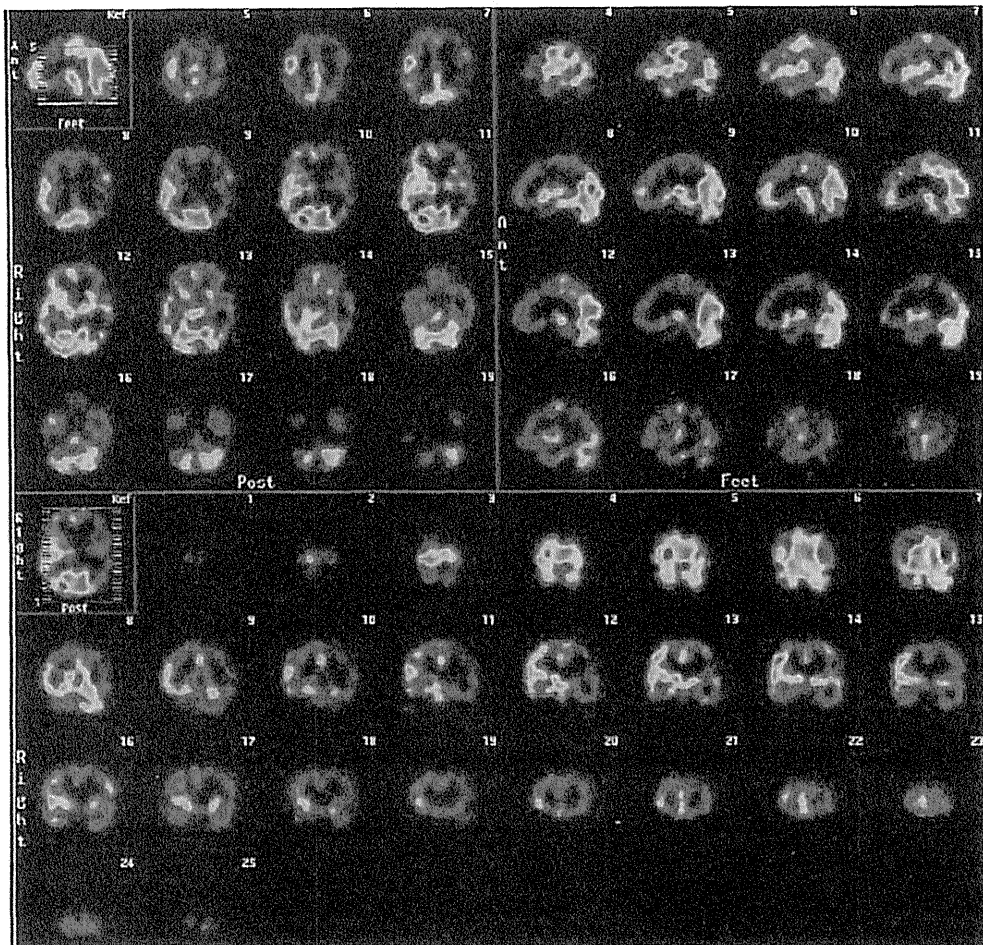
大脳皮質基底核症候群の脳血流 SPECT
